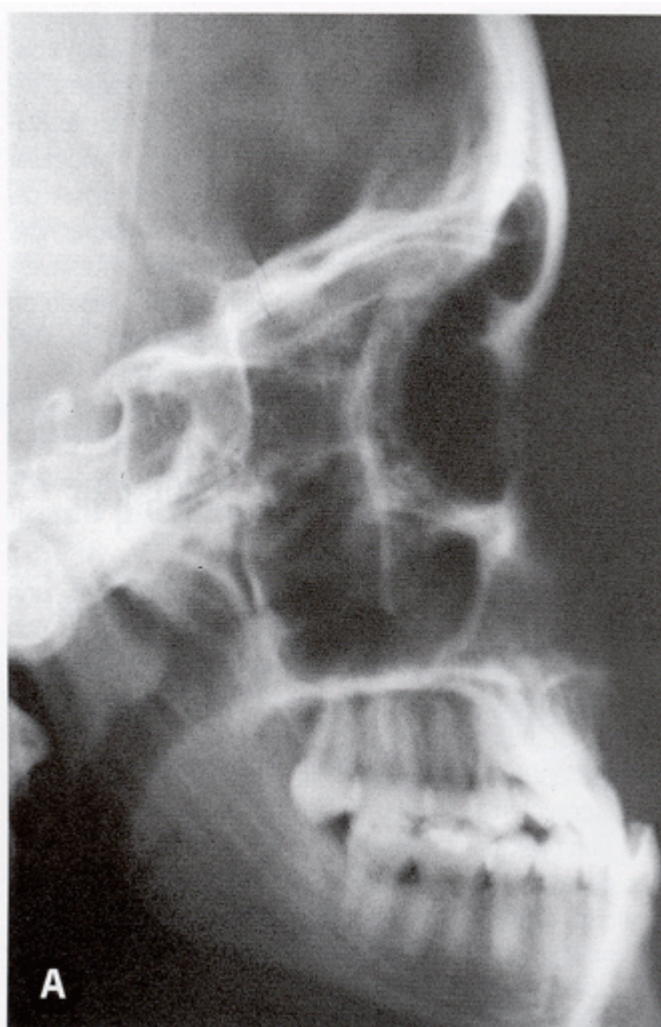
Telerradiografía de un paciente en Clase III esquelética previa a su corrección quirúrgica.
